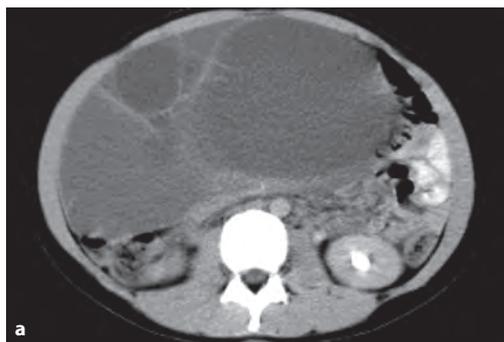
КТ, нативные срезы (а и б) и реконструкция в сагиттальную плоскость (в). Дермоидная киста яичника. Большое жидкостное образование, многокамерное, с небольшим мягкотканым компонентом.
